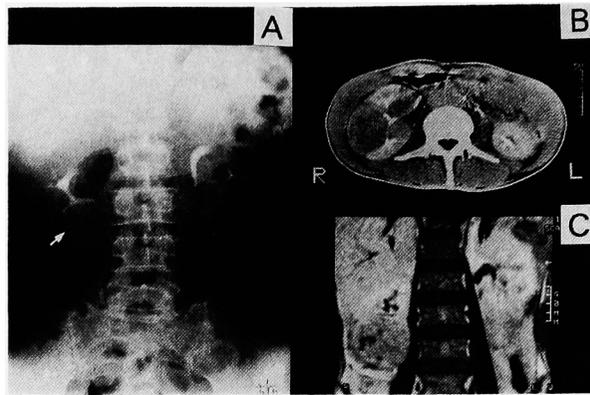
A; Intravenous urogram shows the deformity of right lower calyx. B; CT-scan reveals right renal mass which is not enhanced by the contrast medium. C; Coronal MRI reveals isointensity mass similar to normal renal parenchyma on the T1 weighted image.
